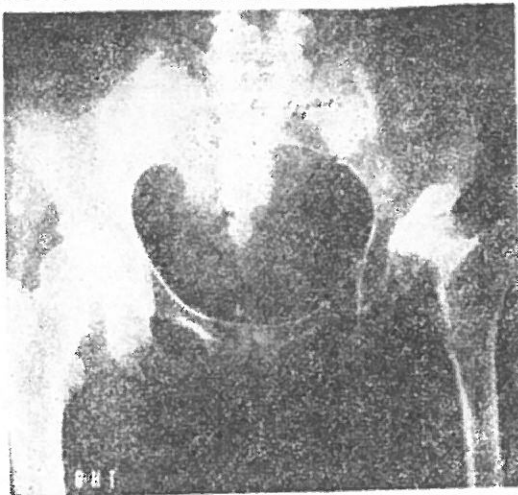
The left dysplastic hip of unknown etiology shows avascular necrosis at the age of 19. The X-ray film was taken on June 6, 1970.
